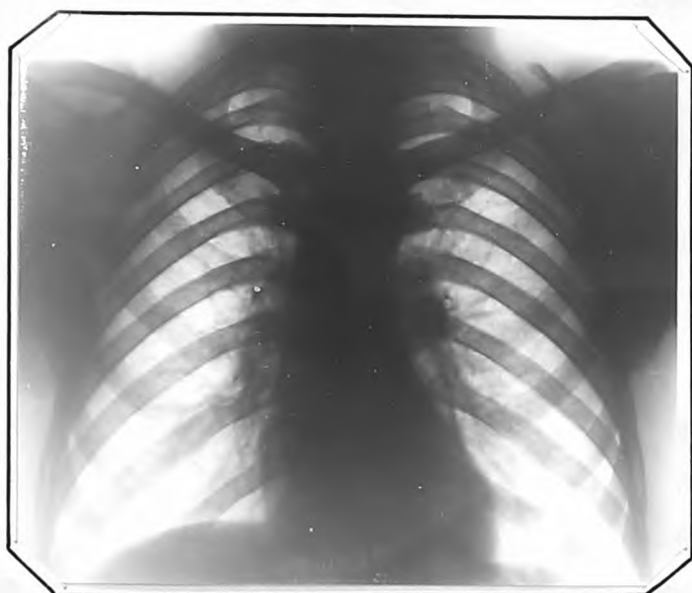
Рентгенограмма г.Д.от 26.У1.1959 г.
